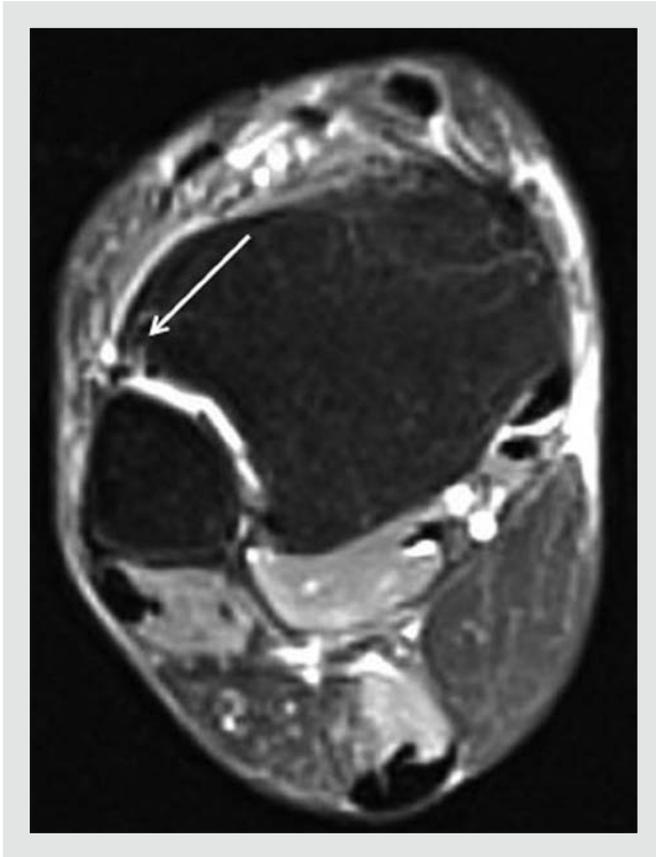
Vista axial de resonancia magnética que muestra ruptura parcial-desinserción del ligamento tibioperoneo anterior en el lado tibial (flecha).
